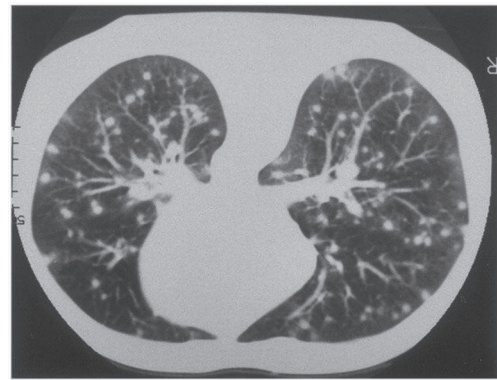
急性组织胞浆菌肺炎典型粟粒结节(胸部 CT)
